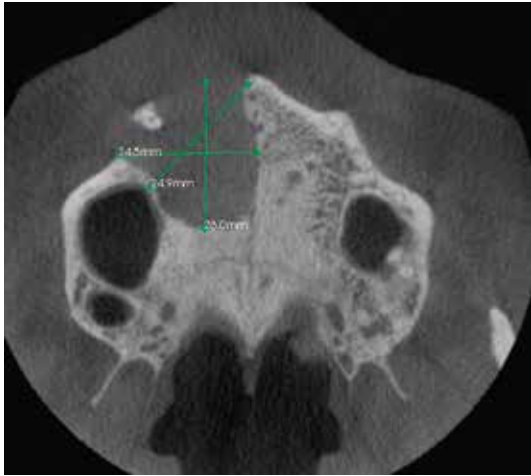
a 8.- Tomografía CBT del paciente. Mostrando la amplitud de la lesión en diferentes planos.
